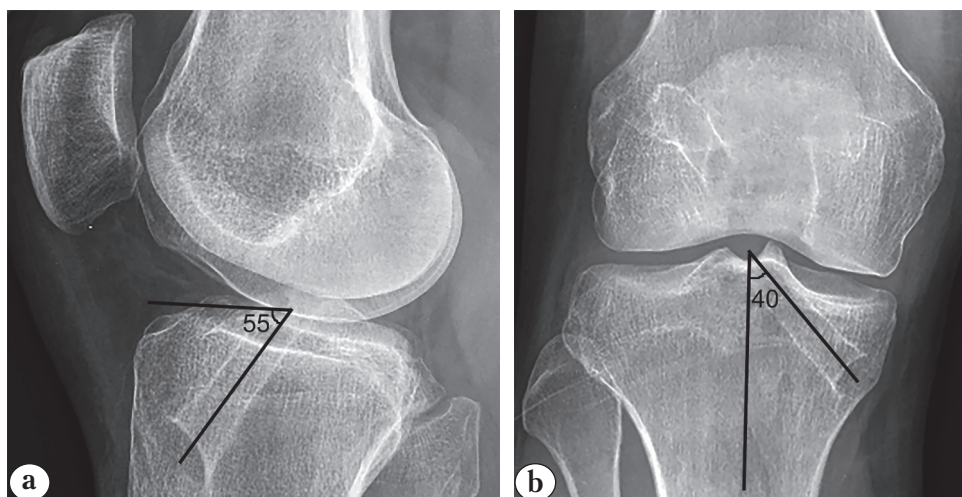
Послеоперационные рентгенограммы коленного сустава: большеберцовый костный туннель, сформированный под углом 55° в сагиттальной плоскости (а) и под углом 40° во фронтальной плоскости (б)
